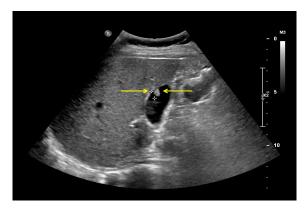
This photo showed gallbladder polyp on an ultrasonography. General features of gallbladder polyps by the ultrasound are a non-shadowing polyploid ingrowth into gallbladder lumen (yellow arrows), which is not mobile unless there is a comparatively long pedunculated component.
